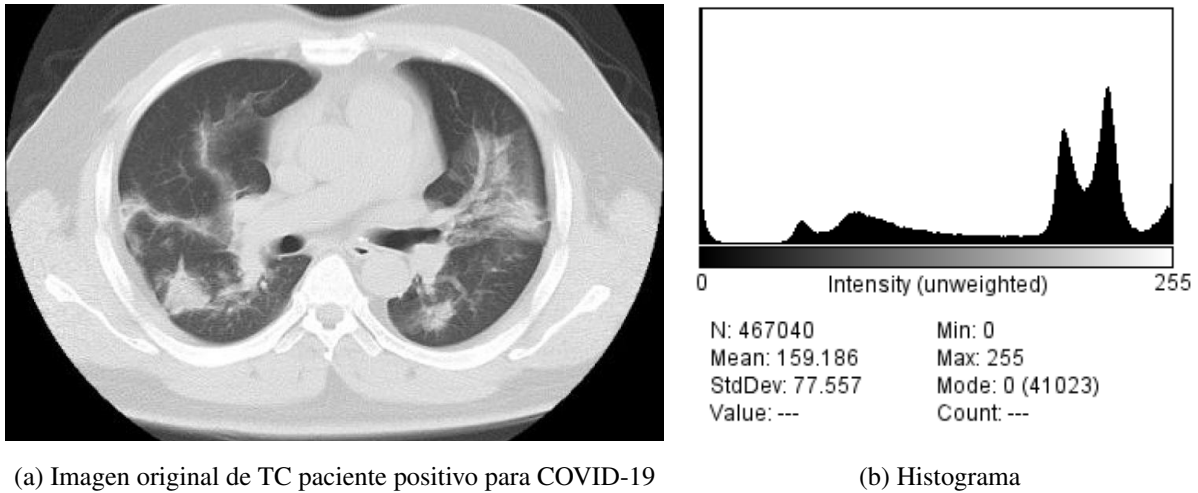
Imagen de TC clara y su correspondiente histograma. El eje horizontal del histograma son valores de z_k y el vertical son valores de $p(z_k)$.
